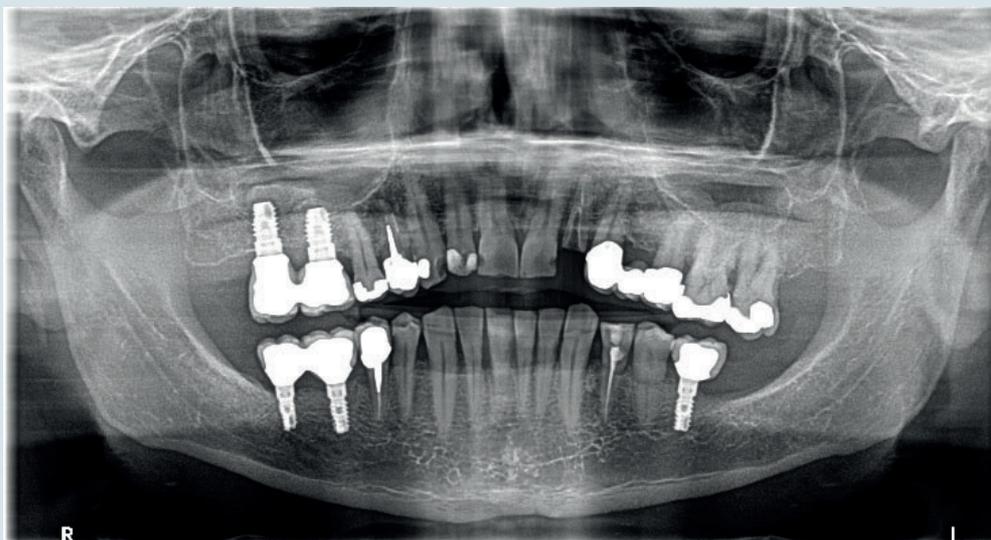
Ortopantomografia preoperatoria.
